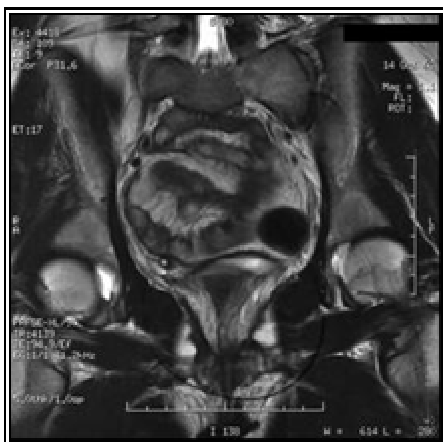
e 8 Ressonância magnética abdominal e pélvica: útero rudimentar, muito hipoplásico; ovário direito com quatro pequenas imagens tipo quístico, compatíveis com quistos foliculares, funcionais.
